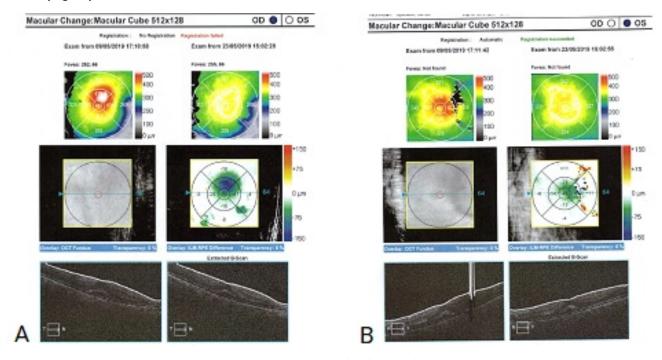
Tomografía de coherencia óptica (OCT). A) OD. B) OI). Se observa edema macular quístico (EMQ) y líquido subretinal (LSR) en ambos ojos.
